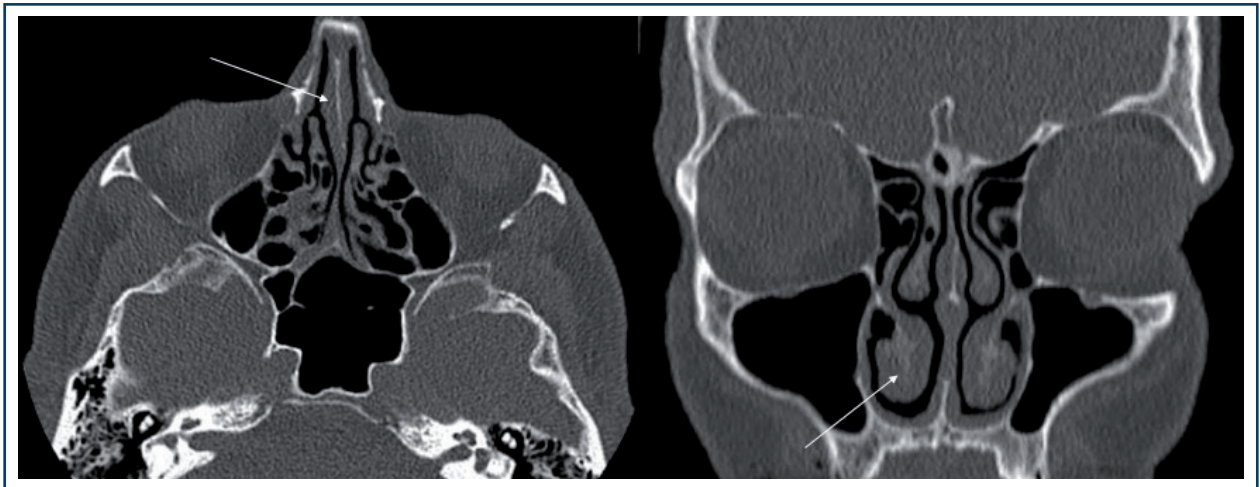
Aspect de rhinite chronique (TDM).
